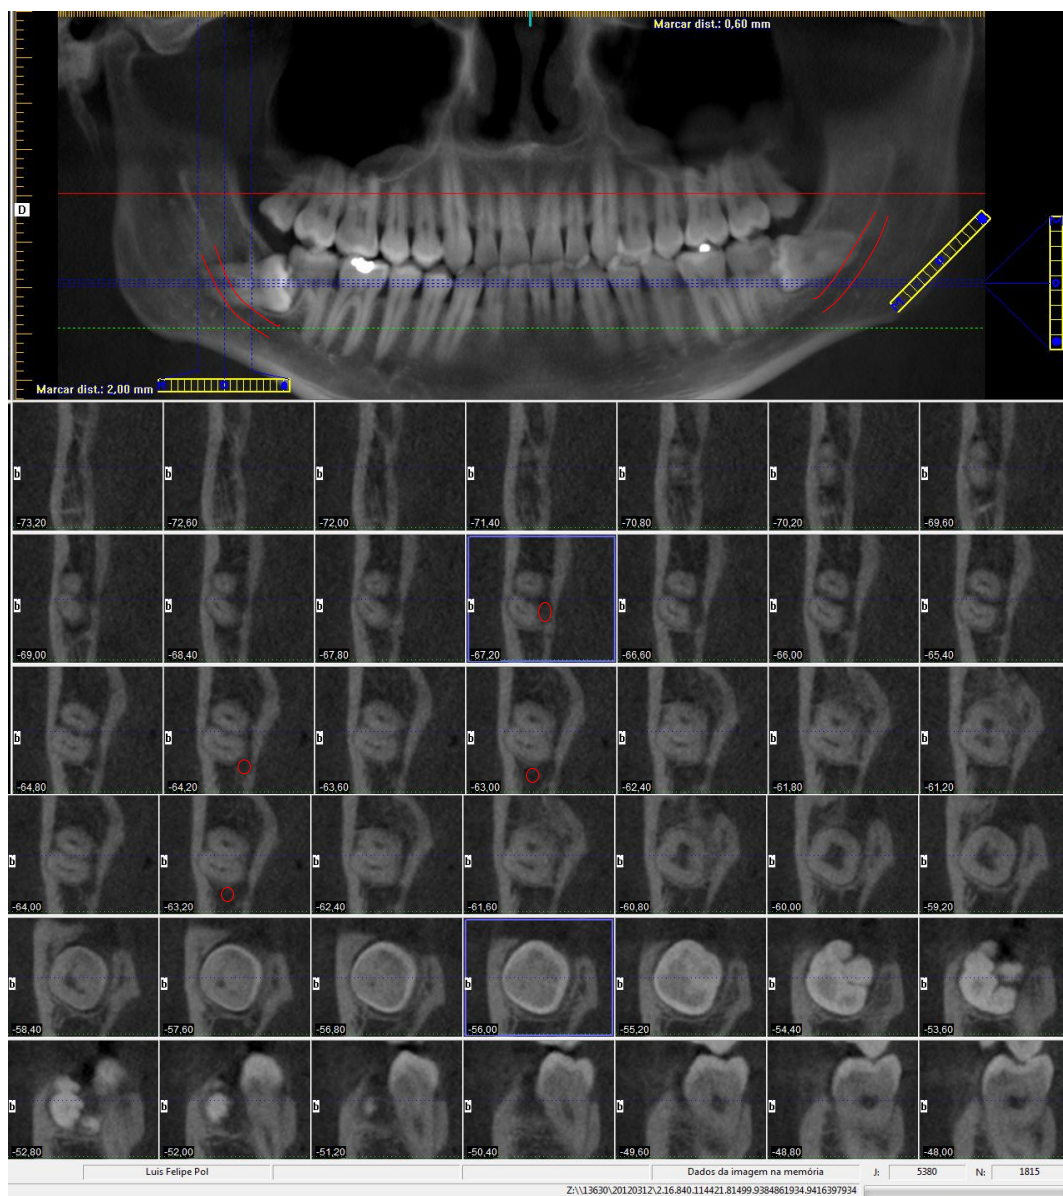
b.Reconstrução panorâmica da tomografia e cortes parassagitais da região do 48 (em vermelho- canal mandibular)
